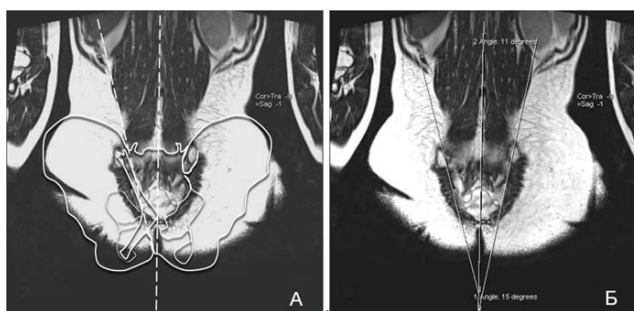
Положение продольной оси ЗДКПС относительно линии остистых отростков на МРТ-скане: А — контуры костных ориентиров и ЗДКПС для наглядности наложены на МРТ-скан, Б — нативный МРТ-скан (пунктирной линией отмечены продольные оси ЗДКПС и линия остистых отростков)
